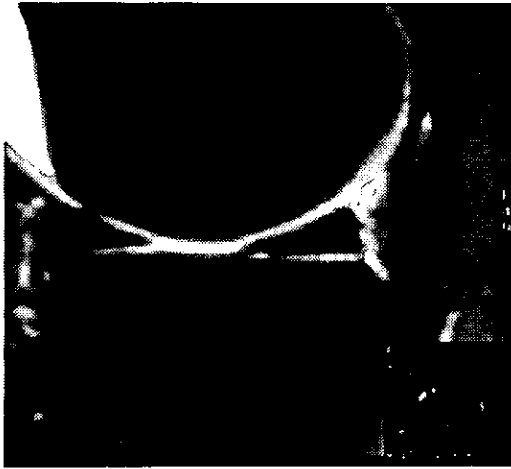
Imágenes para mostrar la morfología de los meniscos por RM en proyecciones Sagital T2 y Coronal T1, donde se aprecia adecuadamente la anatomía y la intensidad de señal característica de los meniscos, observando la típica imagen de dos triángulos unidos por su vértice ("imagen en corbata").
